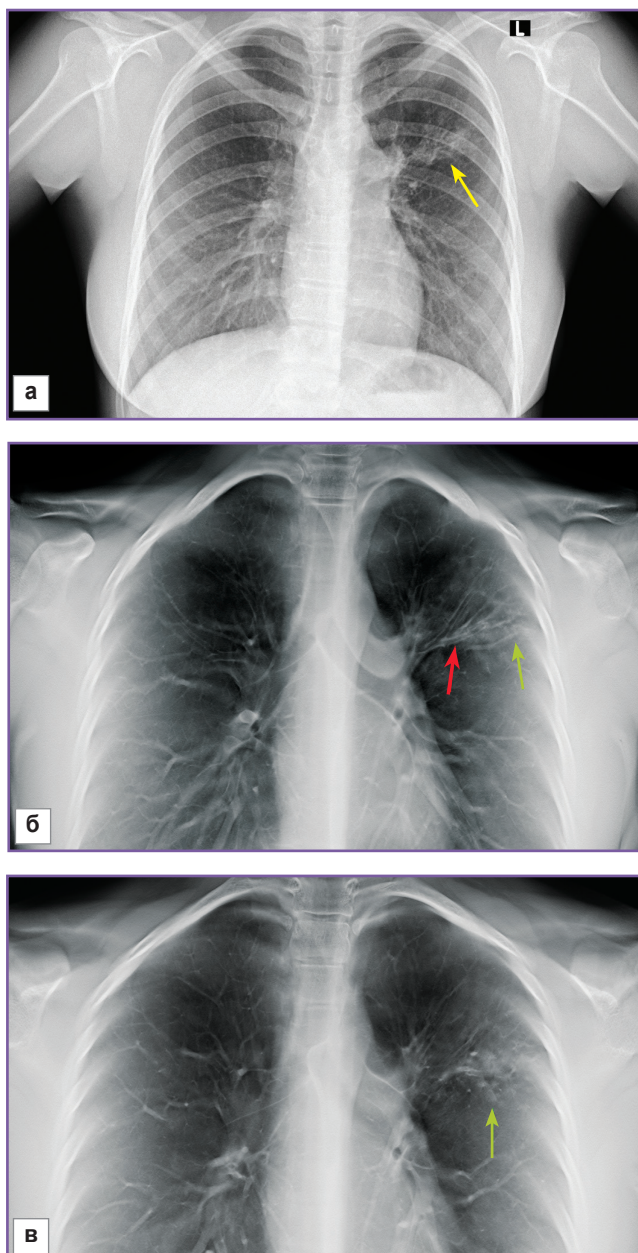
Цифровая рентгенограмма в прямой проекции (а) и томограммы во фронтальной плоскости (б, в) органов грудной клетки. На рентгенограмме в верхних отделах левого легкого отмечается неоднородная паренхиматозная инфильтрация легочной ткани с нечеткими неровными контурами (*желтая стрелка*). На томограммах отмечаются признаки мелкоочаговой диссеминации (*зеленые стрелки*) и симптом «воздушной бронхографии» (*красная стрелка*)
